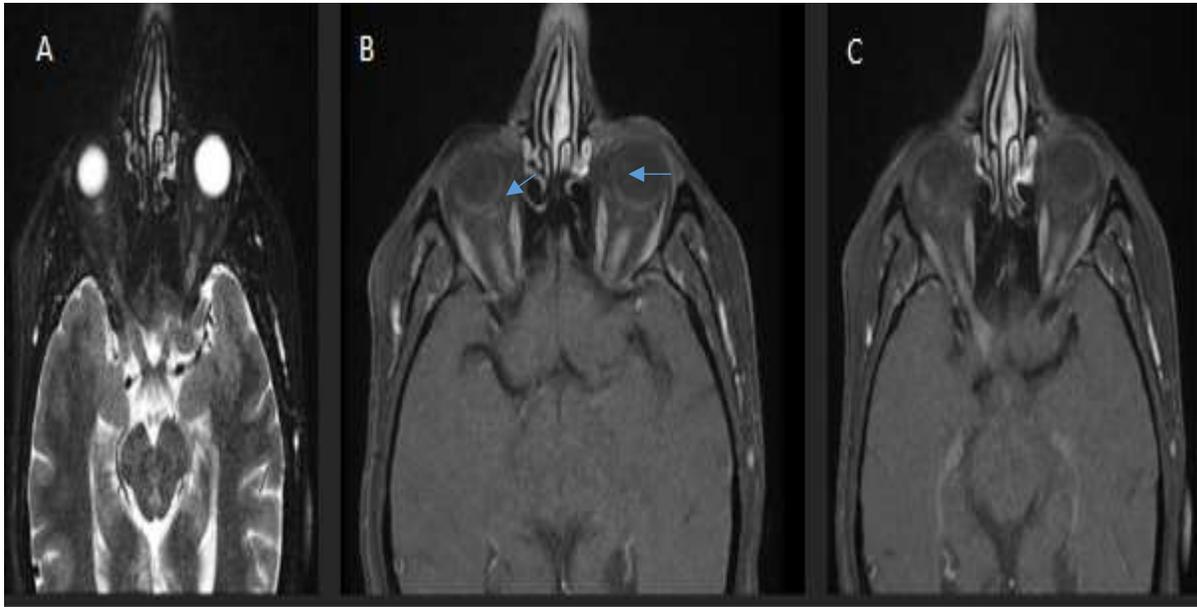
IRM cérébro-orbitaire : coupe axiale T2 (A), T1 injectée (B,C) objectivant une hypersignal T2 au niveau de leur portion intra-orbitaire étendue bilatérale plus marqué à droite avec un rehaussement après injection du gadolinium.
